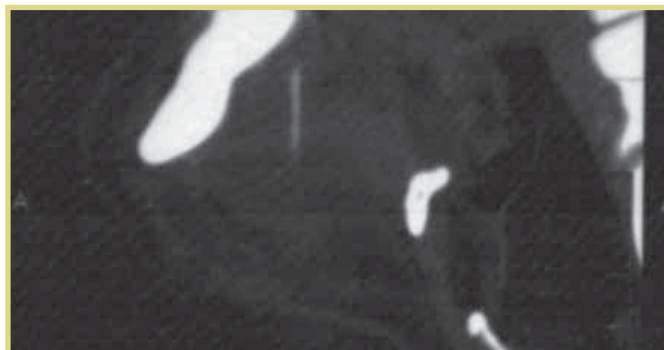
Компьютерная томограмма шеи больного С.; в подбородочной области определяется вертикально расположенное инородное тело
